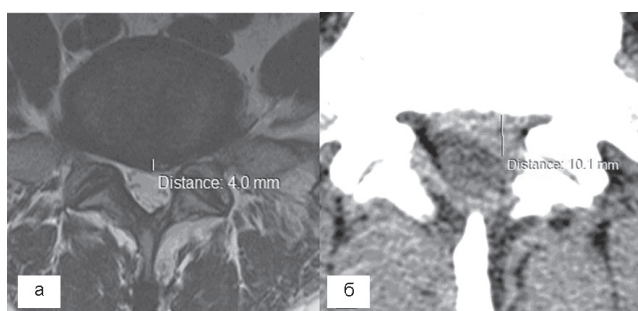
Томограммы МПД  $L_V-S_I$ :
